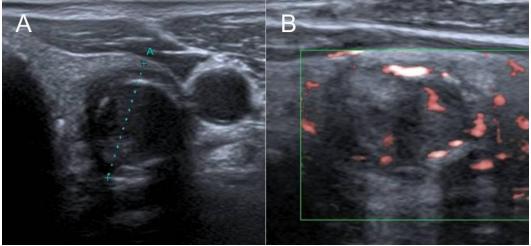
Ecografía de tiroides. A. Corte transversal de lóbulo tiroideo izquierdo (LTI): nódulo hipoecoico, sin halo, con bordes irregulares y calcificación periférica discontinua. B. Corte longitudinal de LTI: nódulo hipoecoico, heterogéneo, de bordes mal definidos, calcificación periférica discontinua y vascularización mixta.
